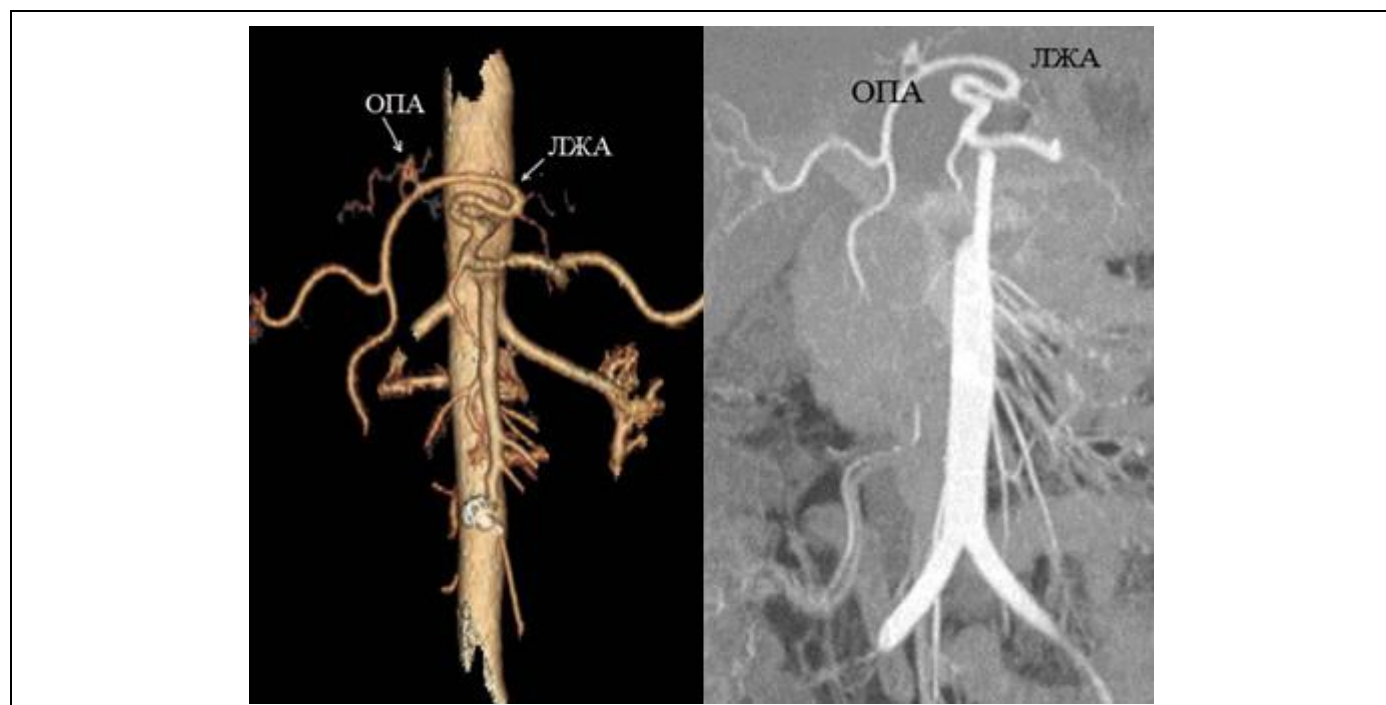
Трехмерное объемное изображение КТ-ангиографии.
